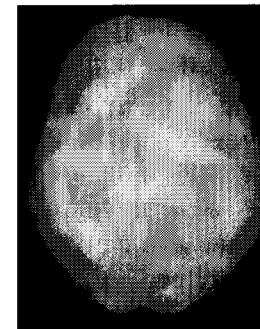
Томограмма здорового мозга (вид сверху) — ровный и симметрично активный
